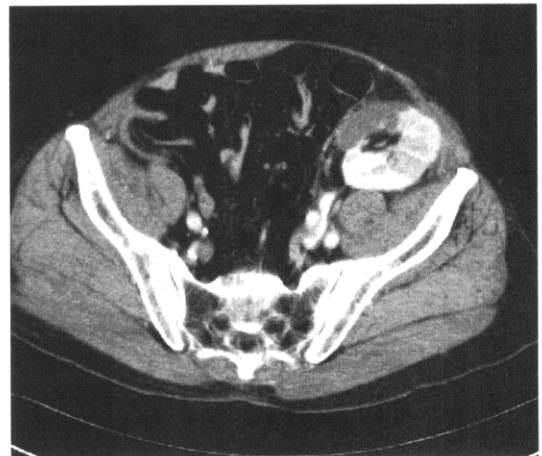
Abdominal computed tomogram shows non-enhancement of lower pole of transplanted kidney consistent with renal infarction.
